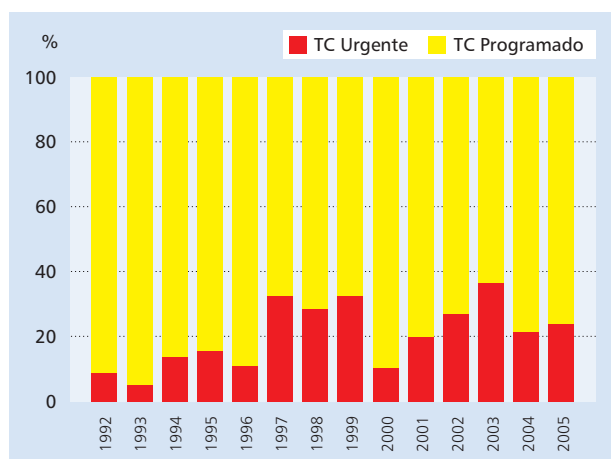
TC urgente vs programado
